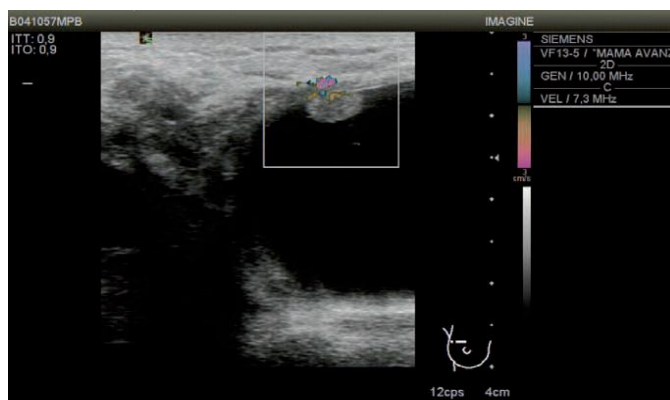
Ecografía de un quiste habitado. Obsérvese la vascularización pediculada del papiloma intraquistico. Cortesía Dr. Rafael Salvador Unidad de Radiología Mamaria. Hospital de Vall d'Hebrón.
